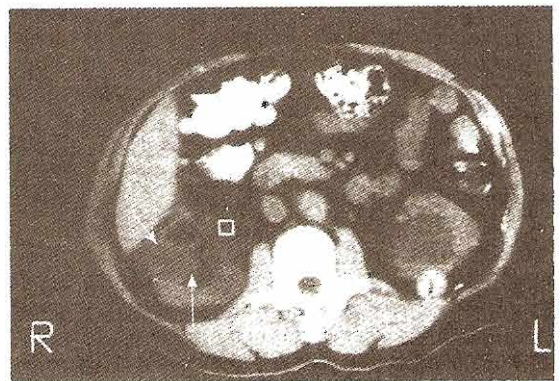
Una TC de un angiomiolipoma (flechas).
